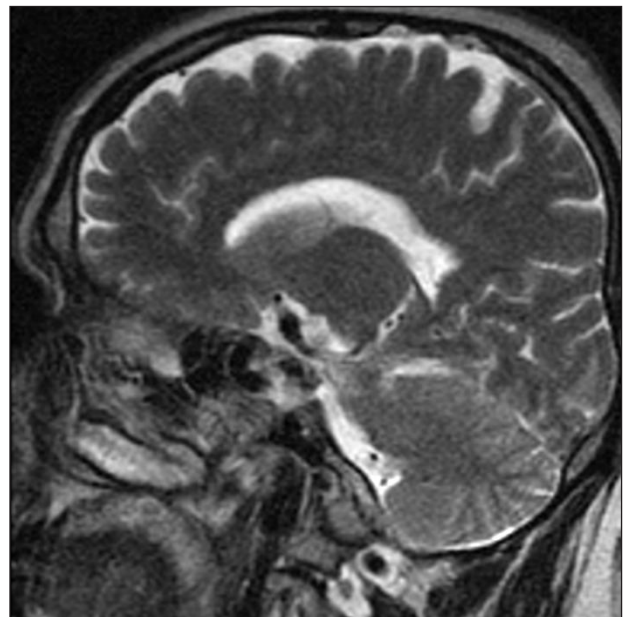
Томограмма больного М. T2 сагиттальная проекция
